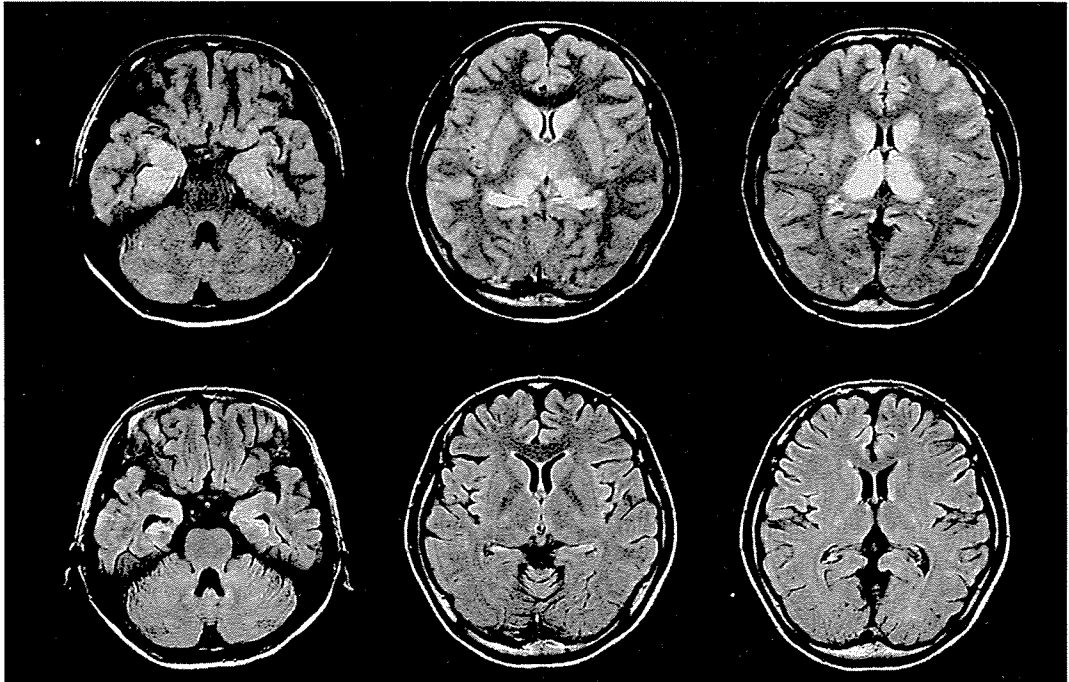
頭部MRIプロトン密度強調画像 図の右が実際の左に当たる。上段；発症直後7月17日の画像 [TR/TE = 5000/90 (ms)]。下段；当科転院後8月28日の画像 [TR/TE = 8000/120 (ms)]
